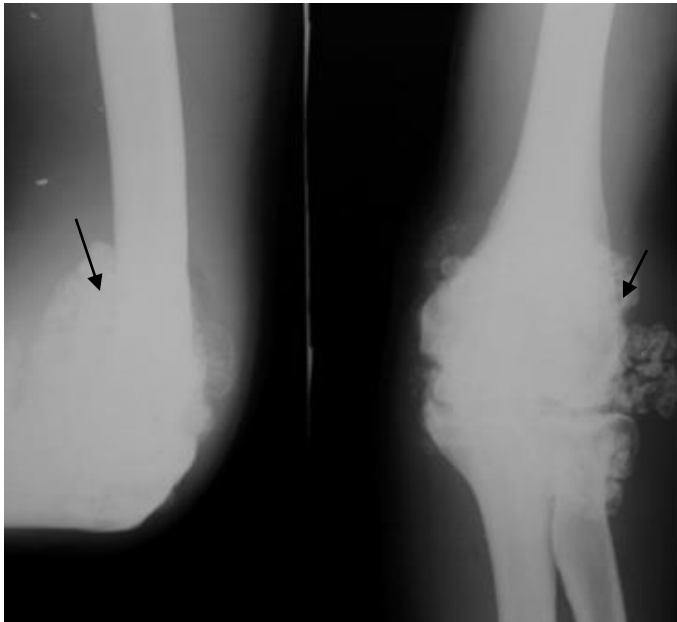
Рентгенограмма локтевого сустава в прямой и боковой проекциях. Определяется патологическое образование, окружающее кости локтевого сустава (стрелка). Внутри этого образования участки обызвествлений различной величины и формы, контуры четкие, но не на всем протяжении. Экхондрома костей локтевого сустава
